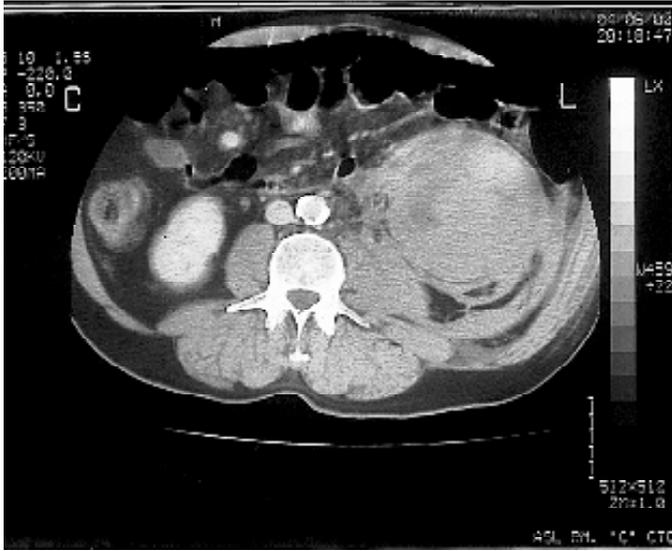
La TAC addominale evidenzia il versamento retroperitoneale intorno al rene sinistro.
